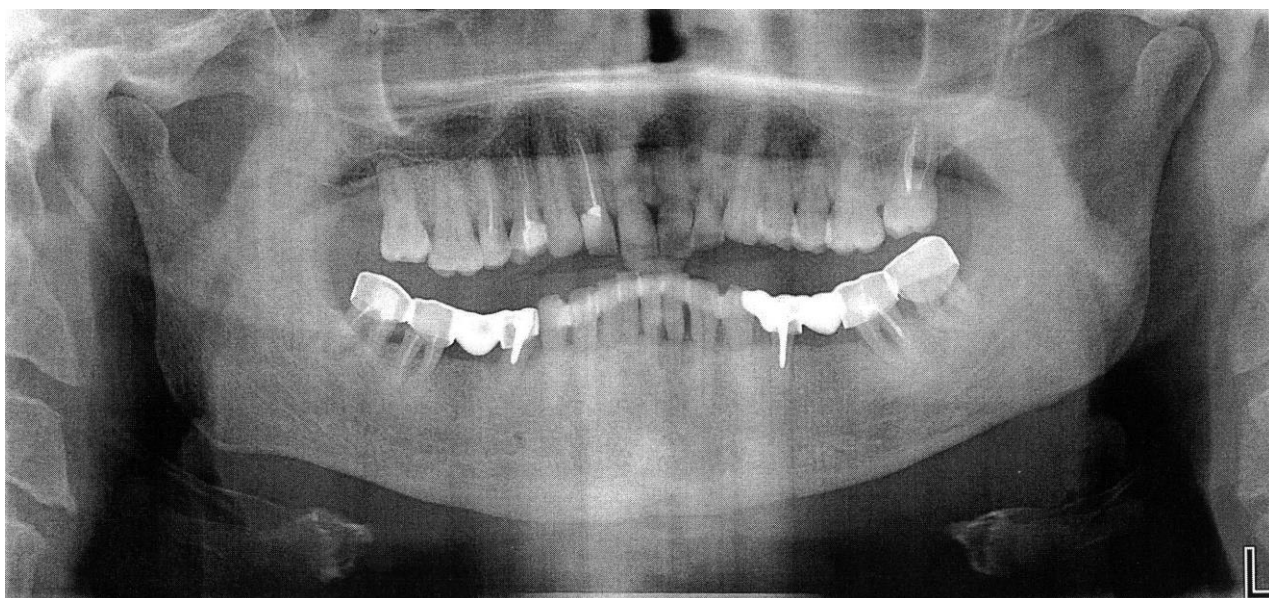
Ортопантомограма хворого Ч. через 2 роки і 2 місяці після шинування. Відмічається ущільнення міжальвеолярних перегородок
